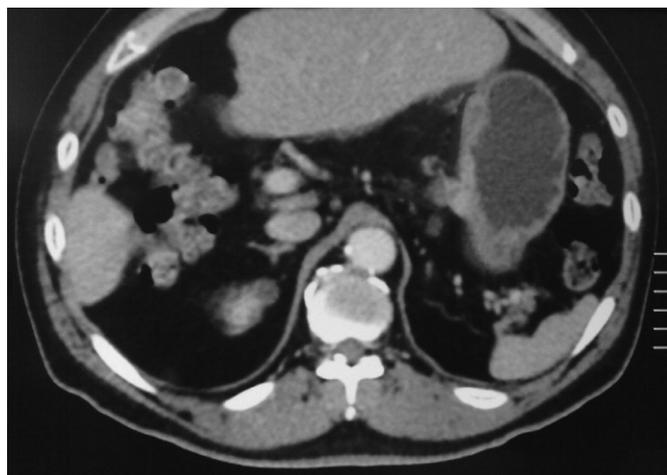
TAC abdominal muestra imagen de tumoración en 1/3 medio de curvatura menor gástrica.
